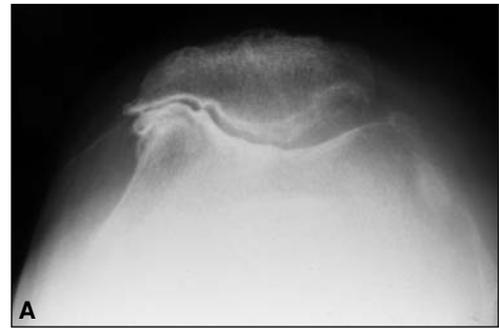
A B C. Algunas de las radiografías solicitadas en el prequirúrgico, evidencia de artrosis solo femoropatelar.
